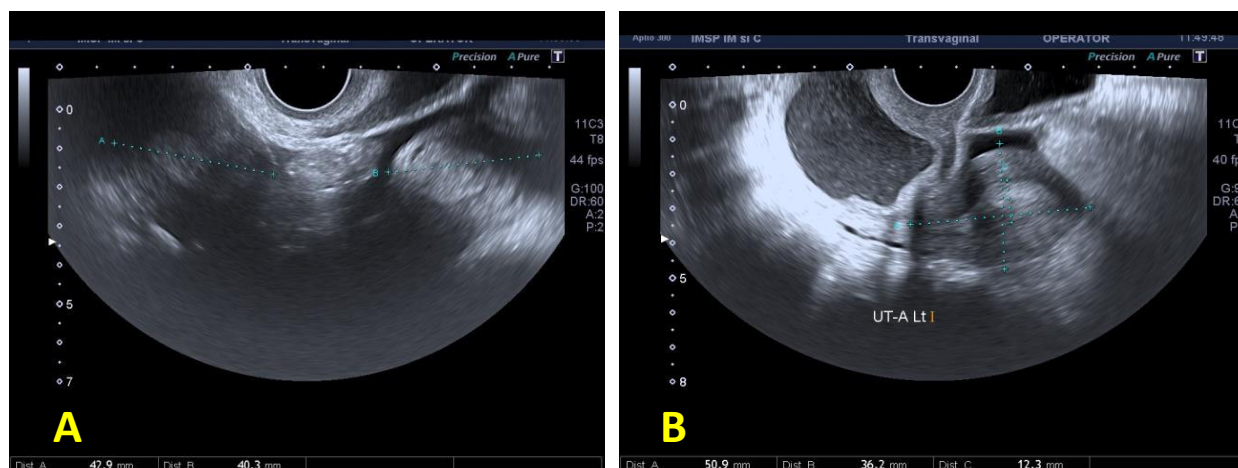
USG transvaginală demonstrează uterul didelf (A) cu dimensiuni 42.9 mm pe dreapta și până la 40.3 mm pe stângă, conținutul hemoragic intrauterin (HM) și intravaginal (HC) pe stângă (B) (figura publicată anterior) [8]
